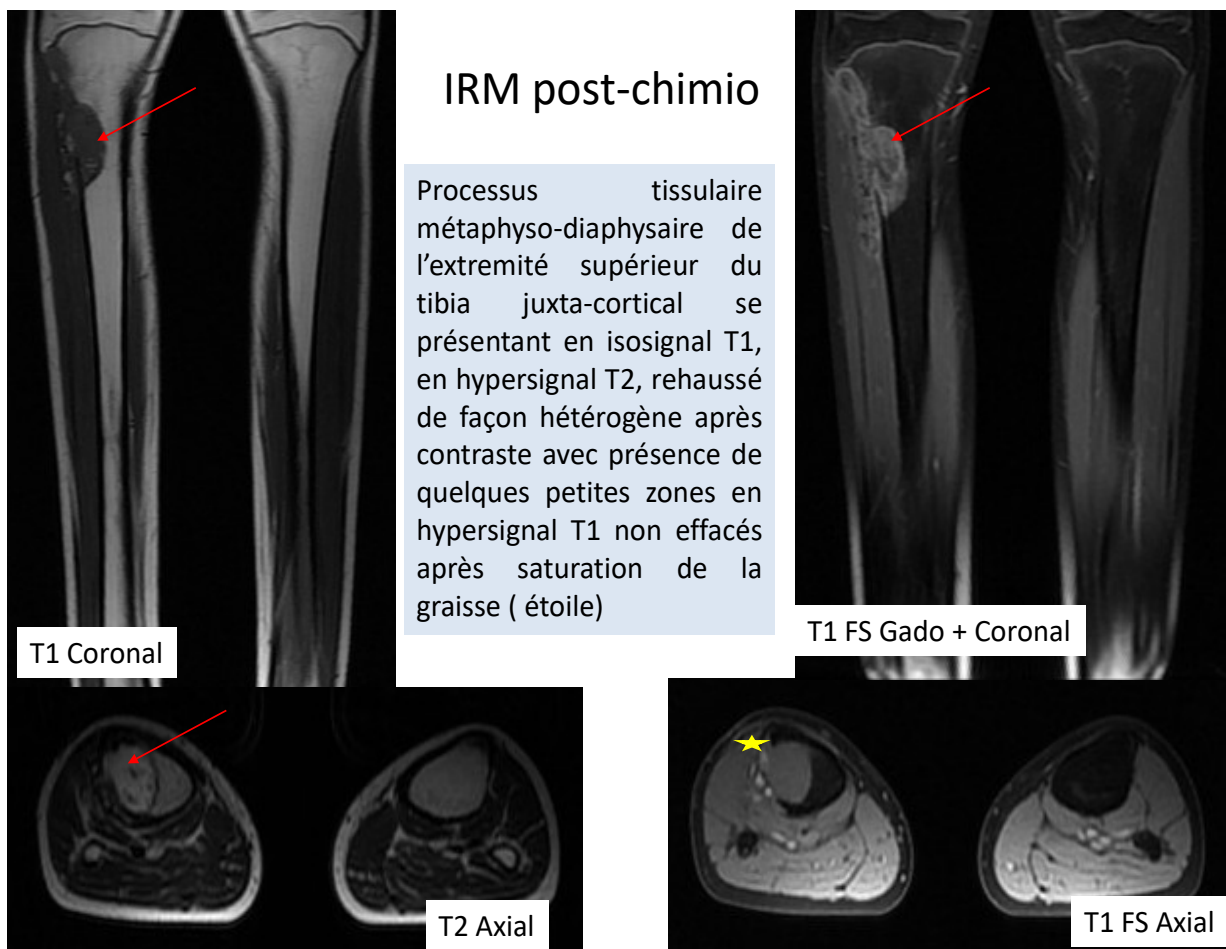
IRM post chimiothérapie de la jambe droite
